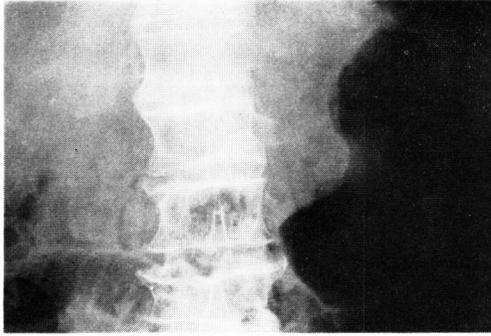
Plain film of the abdomen (case 1).
